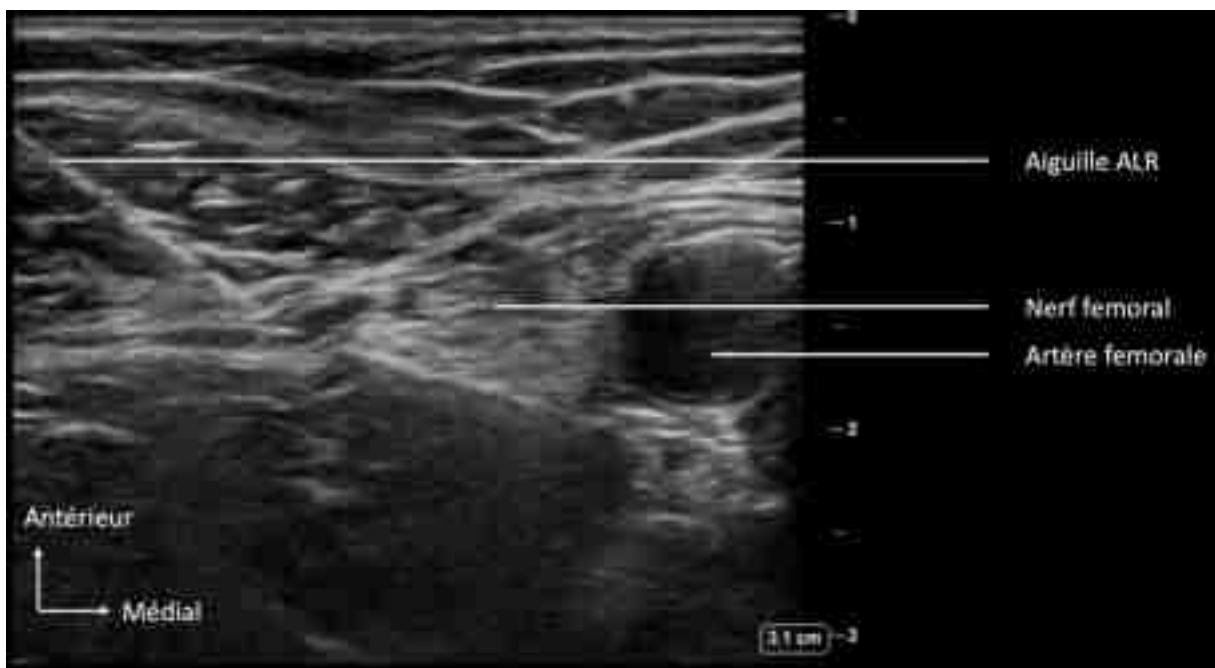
Image ultrasonique montrant la réalisation d'un bloc fémoral, par J. Vloka(75)
